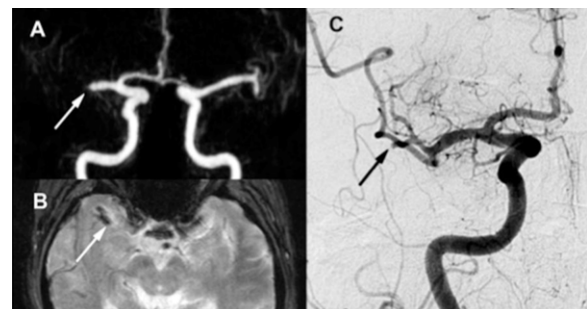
Migration distale du thrombus avant la thrombectomie dans l'artère cérébrale moyenne. Migration distale du thrombus de la portion moyenne du segment M1 de l'ACM (A, flèche blanche, séquence TOF en IRM) jusqu'à une branche M2 (C, flèche noire, DSA). La position initiale du thrombus est toujours confirmée sur la séquence EG-T2 ou SWI, en localisant l'artéfact de susceptibilité magnétique et en utilisant l'outil « repère » (B, flèche blanche, séquence EG-T2), ceci afin de contrer les éventuels artéfacts de flux de la séquence TOF.
